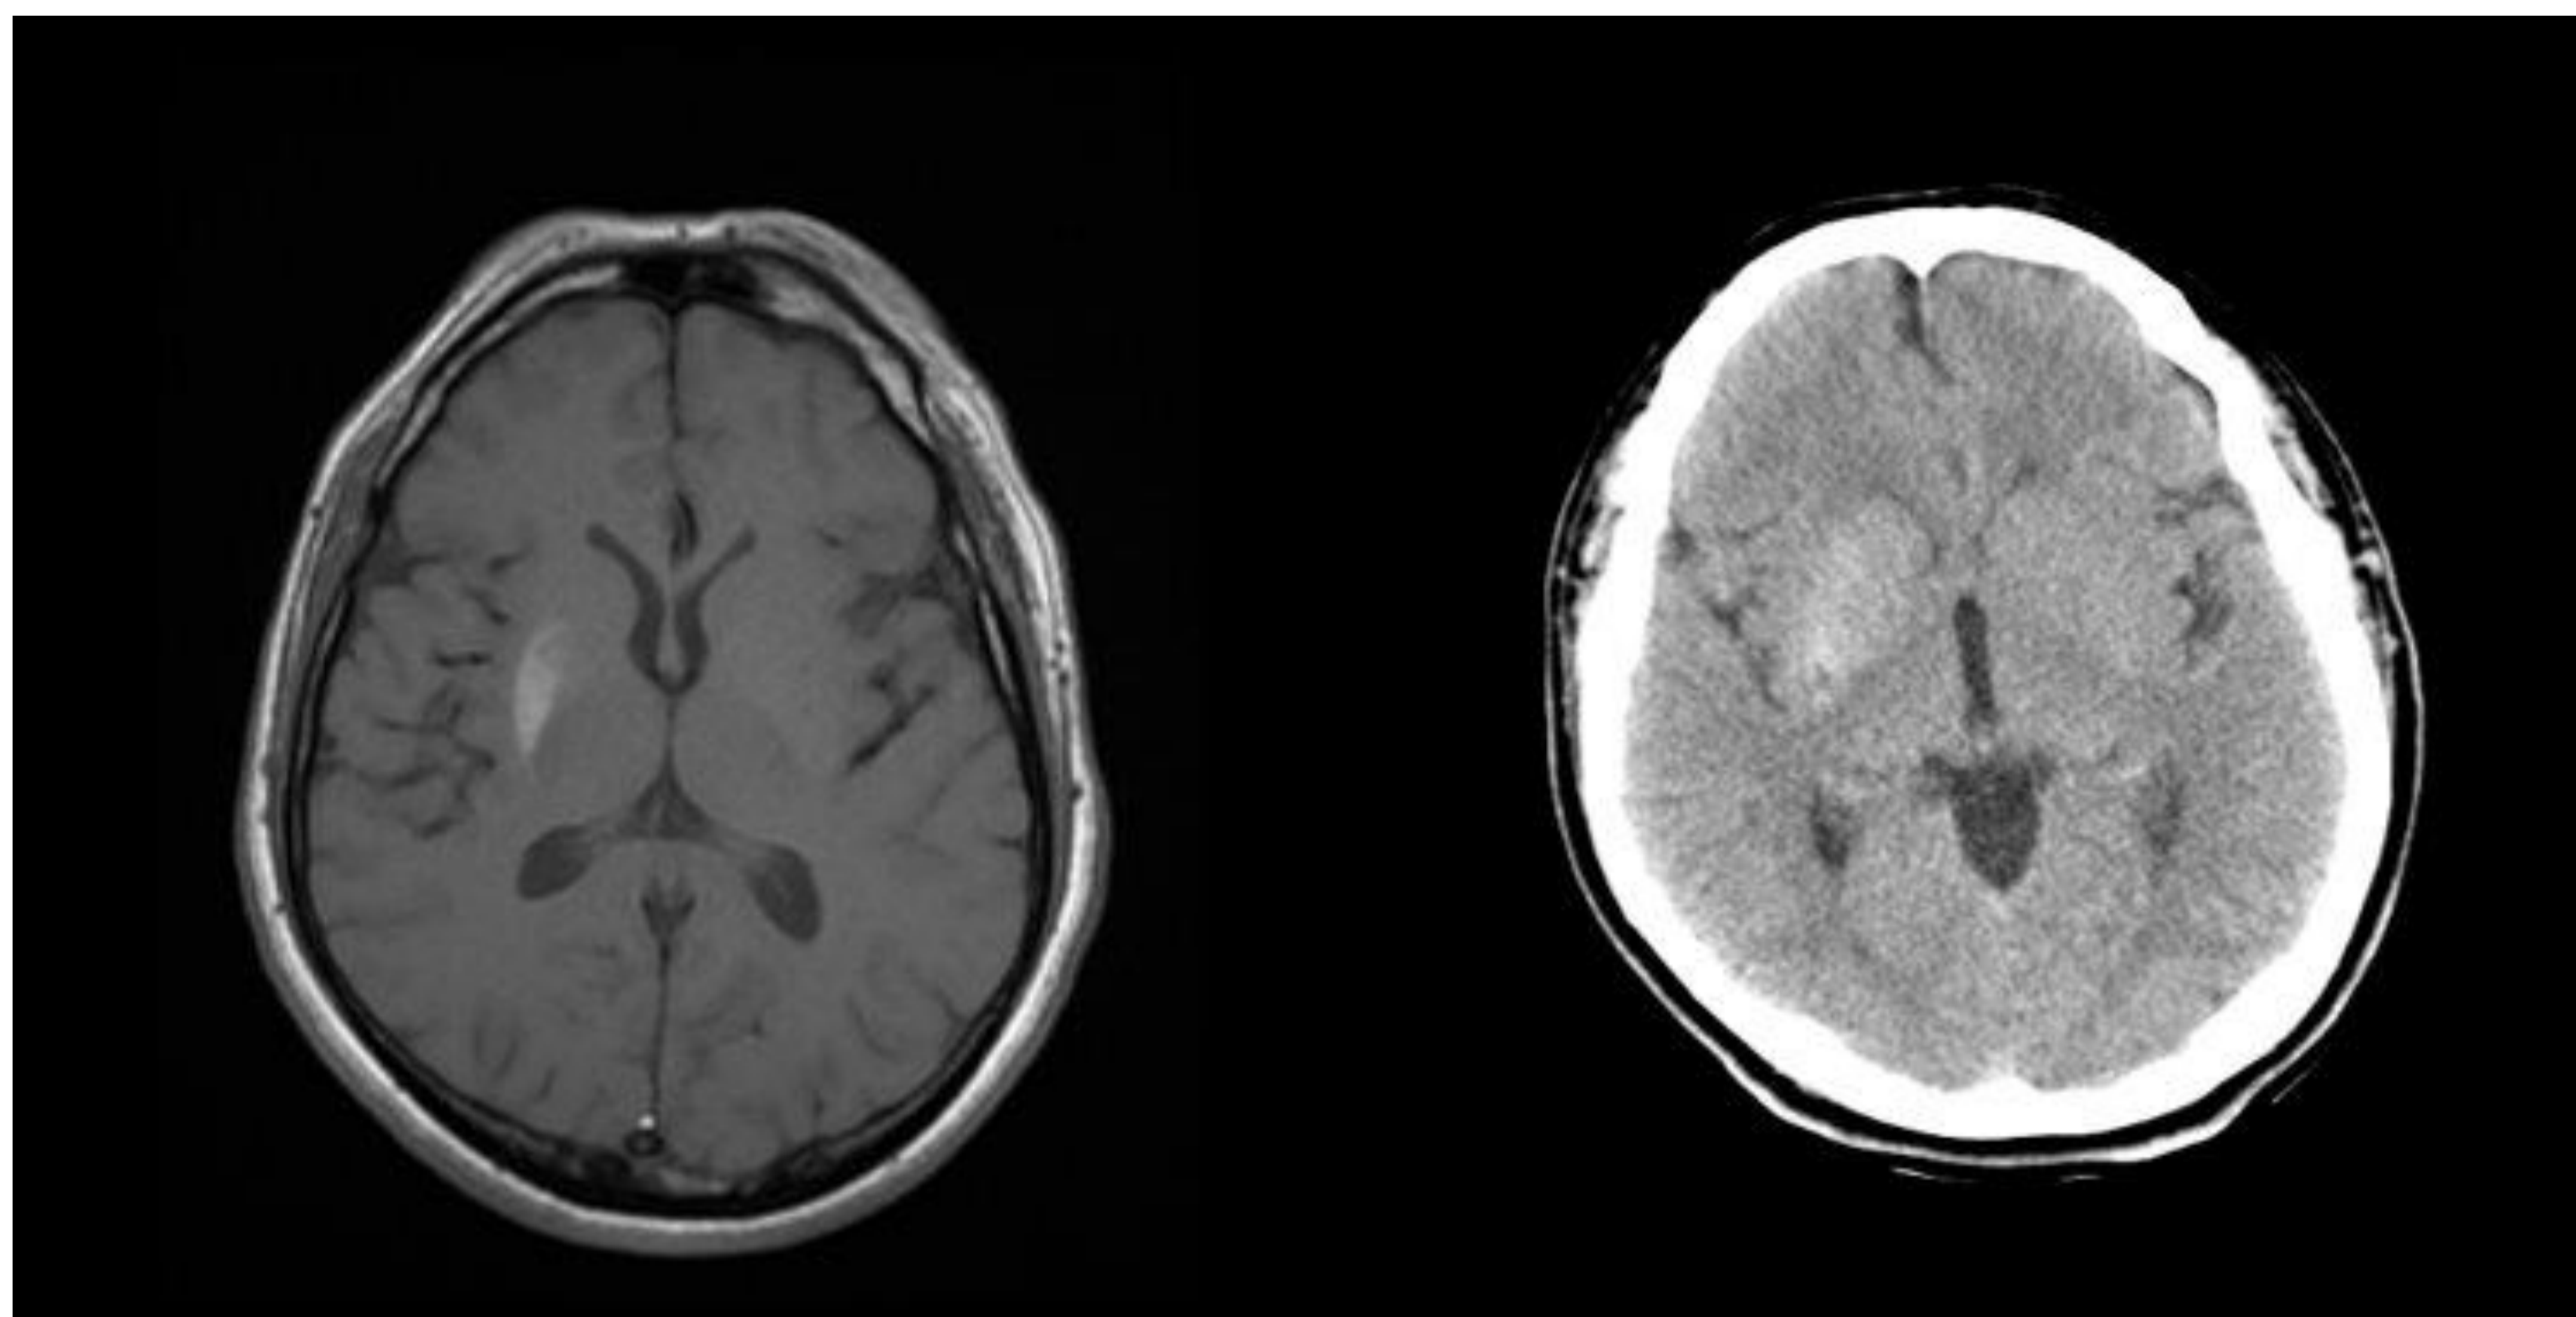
2. Hallazgo típico de la estriatopatía diabética: hiperintensidad en T1 unilateral del estriado o hiperdensidad en el TC
